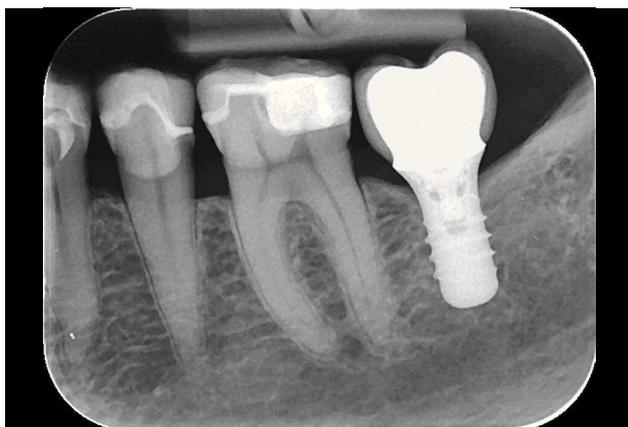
Radiografía digital periapical con placa fotoestimulable.
